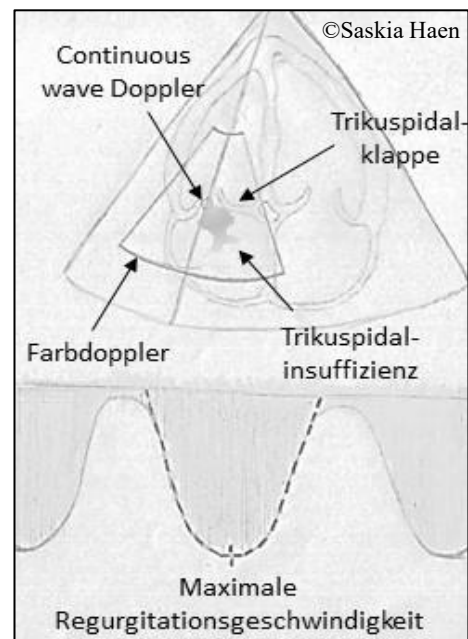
Echokardiographische Bestimmung des PASP:
